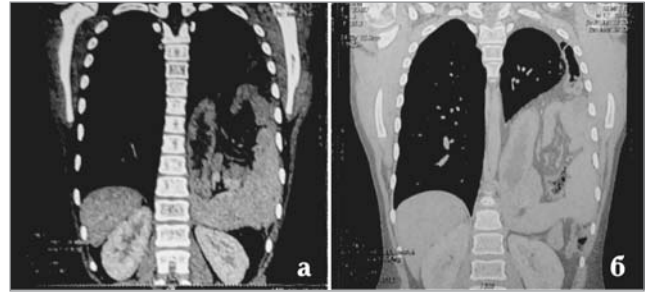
(а, б) Комп'ютерна томографія з в/в введенням контрасту при хибній природженій діафрагмальній грижі в дитини Р., 14 років
